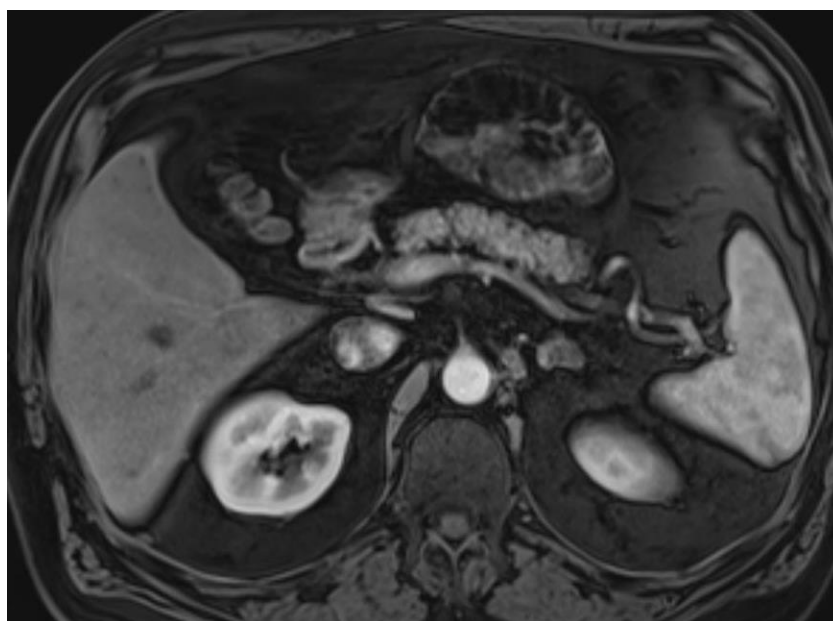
Метастаз рака легкого в левый надпочечник, магнитно-резонансная томография с парамагнетиком. Аксиальный срез – на постконтрастном изображении в левом надпочечнике отмечается неоднородное накопление парамагнетика периферическими отделами, перегородчатыми структурами очага аналогично очагам в почках.
